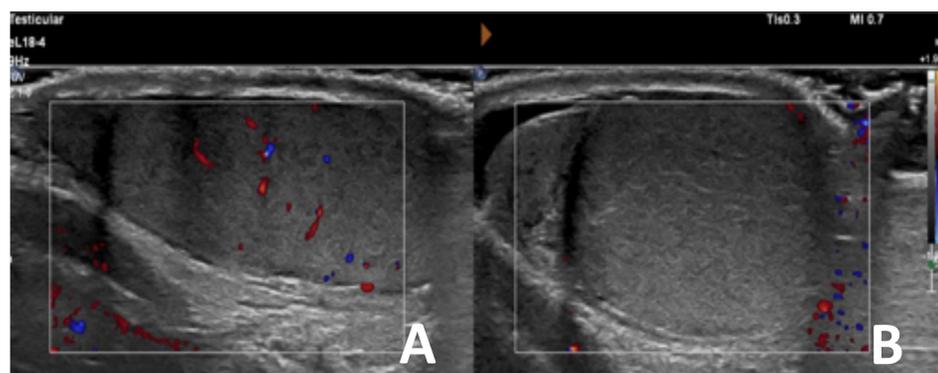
Torsión testicular (B). Nótese la ausencia de flujo Doppler intratesticular en la imagen B.
